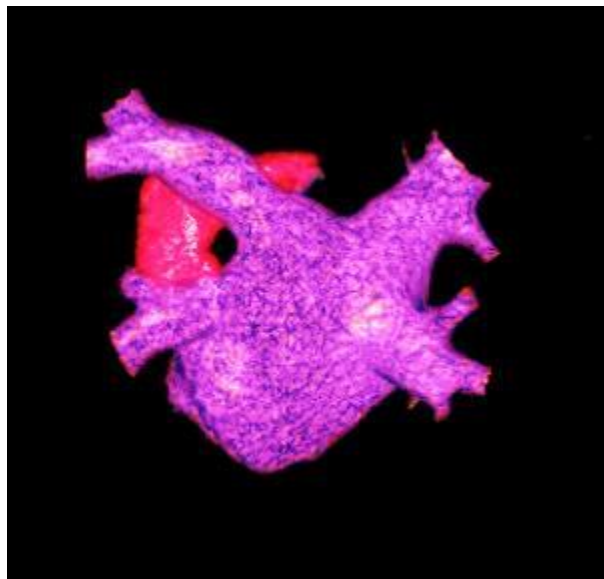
3Д реконструкция МСКТ легочных вен через 12 месяцев после сочетанной операции (АКШ-биполярная РЧА устьев легочных вен)
